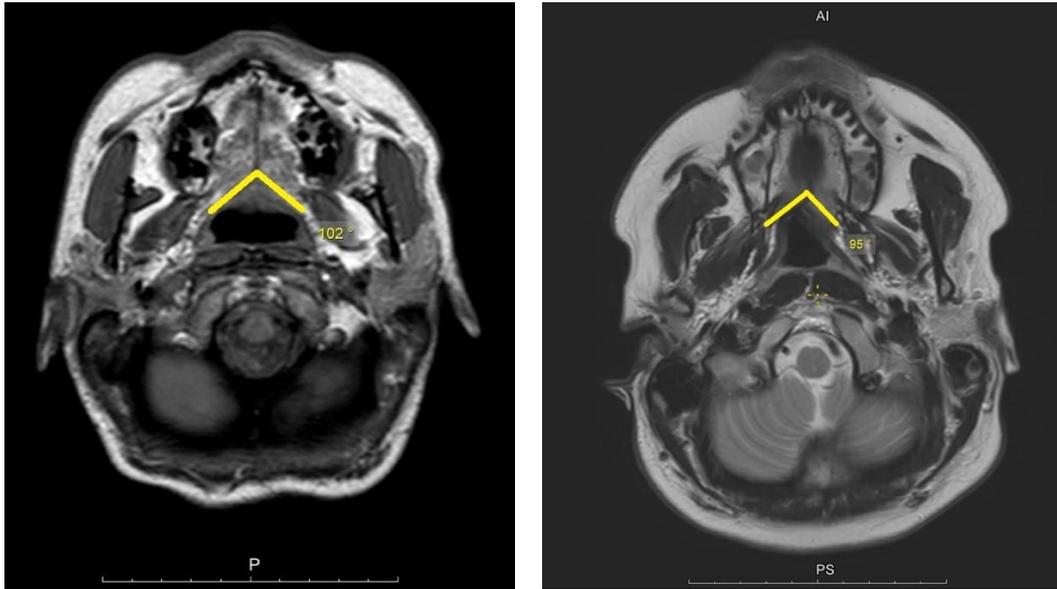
Угол расхождения МПНЗ по данным аксиальных срезов МРТ.
